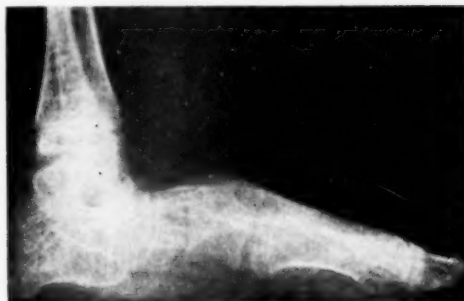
Radiografía un año después de la anterior con desaparición del injerto y reproducción de la caída del astrágalo.
